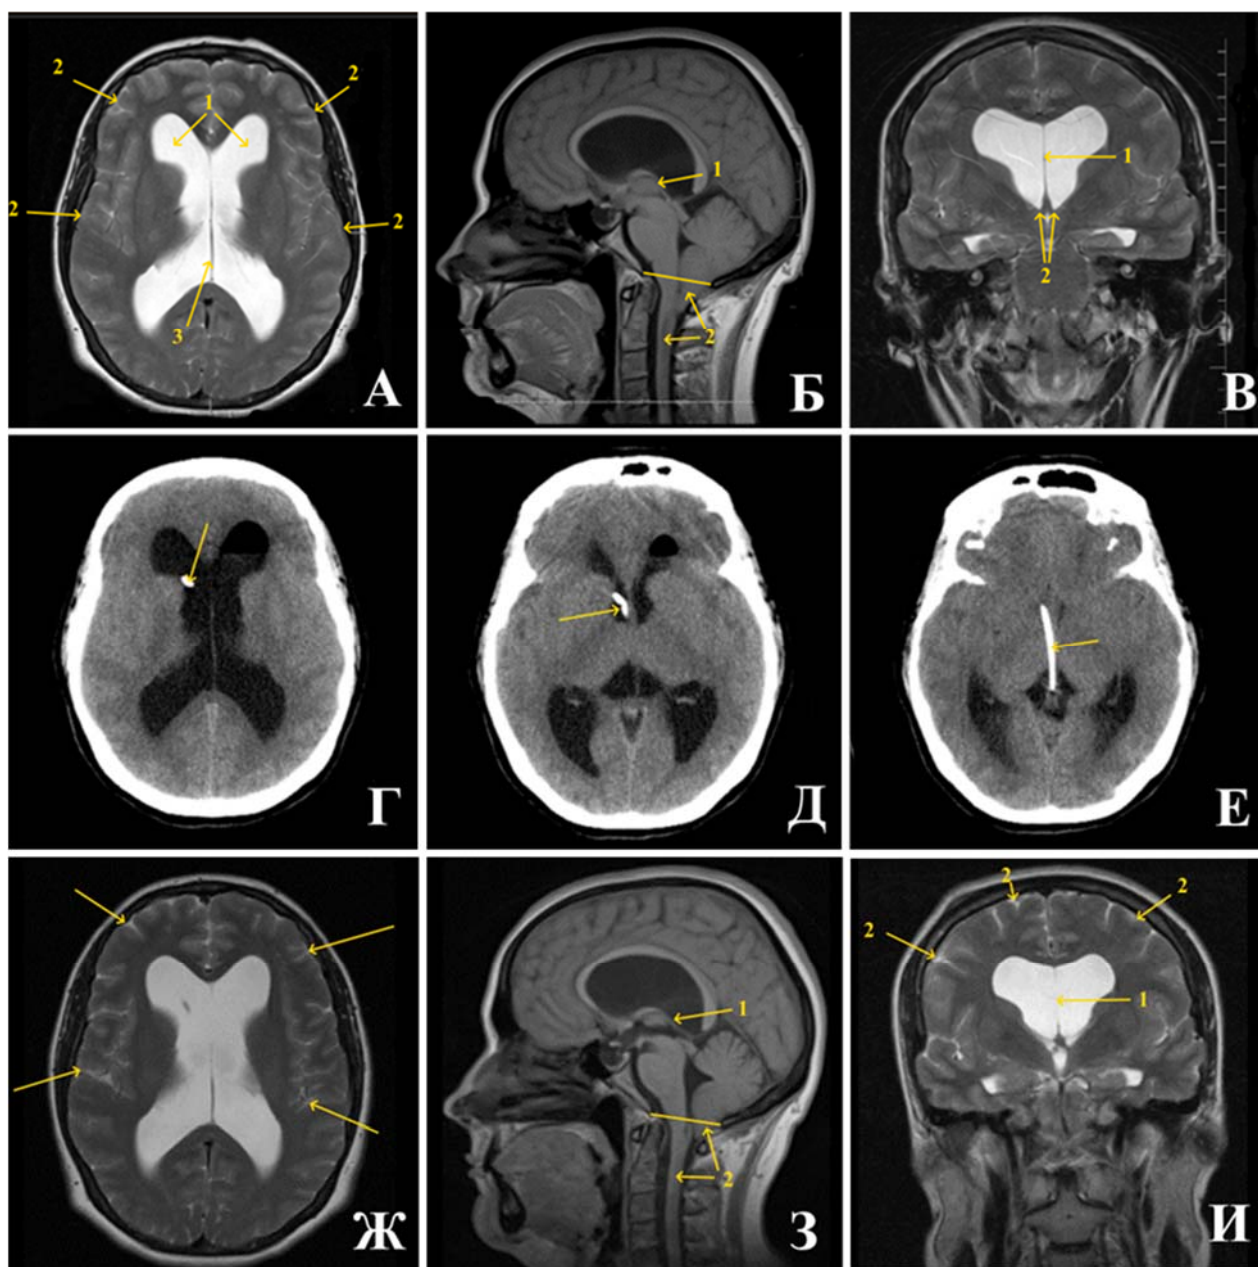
Верхний ряд: МРТ головного мозга перед операцией; А – отмечается расширение боковых желудочков (1) при нормальном III желудочке, САП-К не прослеживаются (2), МЖП расположена по средней линии (3); Б – крыша III желудочка уплощена (1), миндалины мозжечка опущены в БЗО ниже С1-позвонка, сирингомиелия (2); Средний ряд: Г – Д – контрольная КТ головного мозга после операции определяет положение стента, проходящего из правого бокового желудочка (Г) через сформированное de novo отверстие Монро (Д) в III желудочек (Е); Нижний ряд: МРТ головного мозга пациентки К. через 1 год после операции; Ж – боковые желудочки таких же размеров, как до операции, САП-К стали прослеживаться (указано стрелкой), крыша III желудочка вернулась в нормальное положение (1), миндалины мозжечка установились на уровне верхнего края С1-позвонка, сирингомиелия регрессировала (2); И – фронтальный срез в режиме Т2 демонстрирует дефект в МЖП (1), нормальная выраженность конвекситальных ликворных щелей (2)
